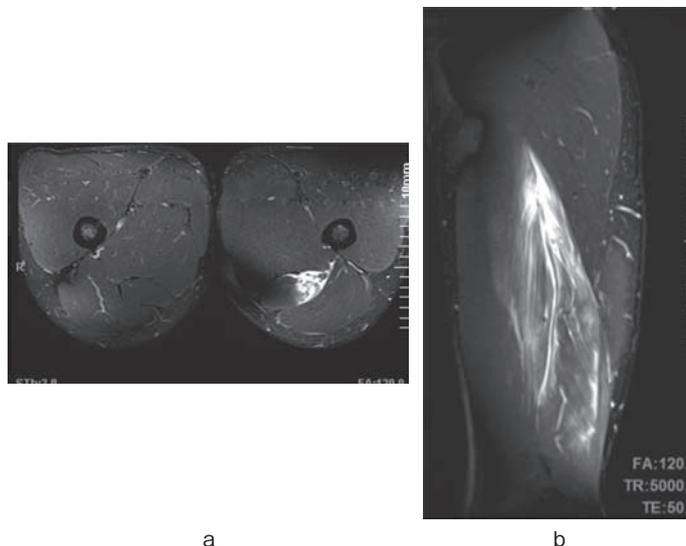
左大腿二頭筋肉離れ(選手本により許可を得た) MRI 脂肪抑制プロトン強調像
